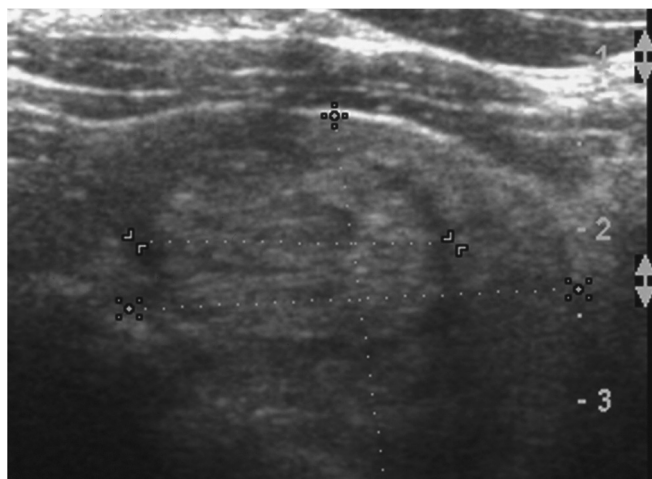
Ecografía tiroidea. Proyección transversal del lóbulo izquierdo con nódulo de 20 mm de aspecto benigno. Nótese la hiperecogenicidad respecto al parénquima vecino, y el halo hipocóico que lo rodea.
